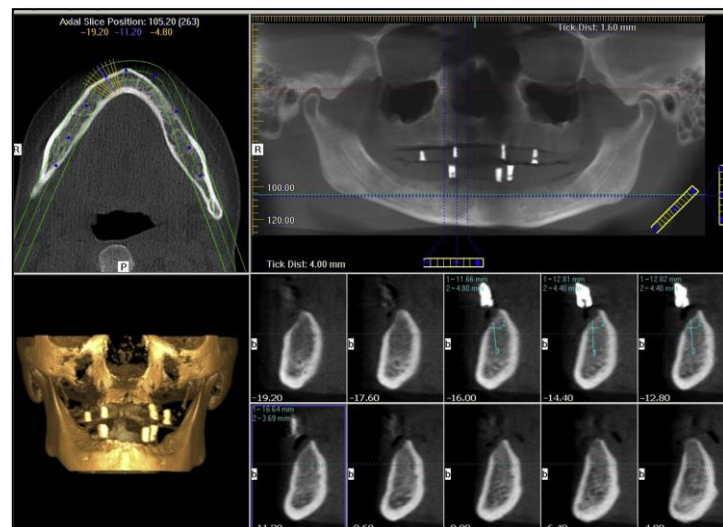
Reconstrucción panorámica por CBCT y las imágenes en sección transversal de la región canina y premolar derecha inferior que muestra el hueso disponible en la proximidad de un marcador incrustado en una guía radiográfica mandibular. (15)
